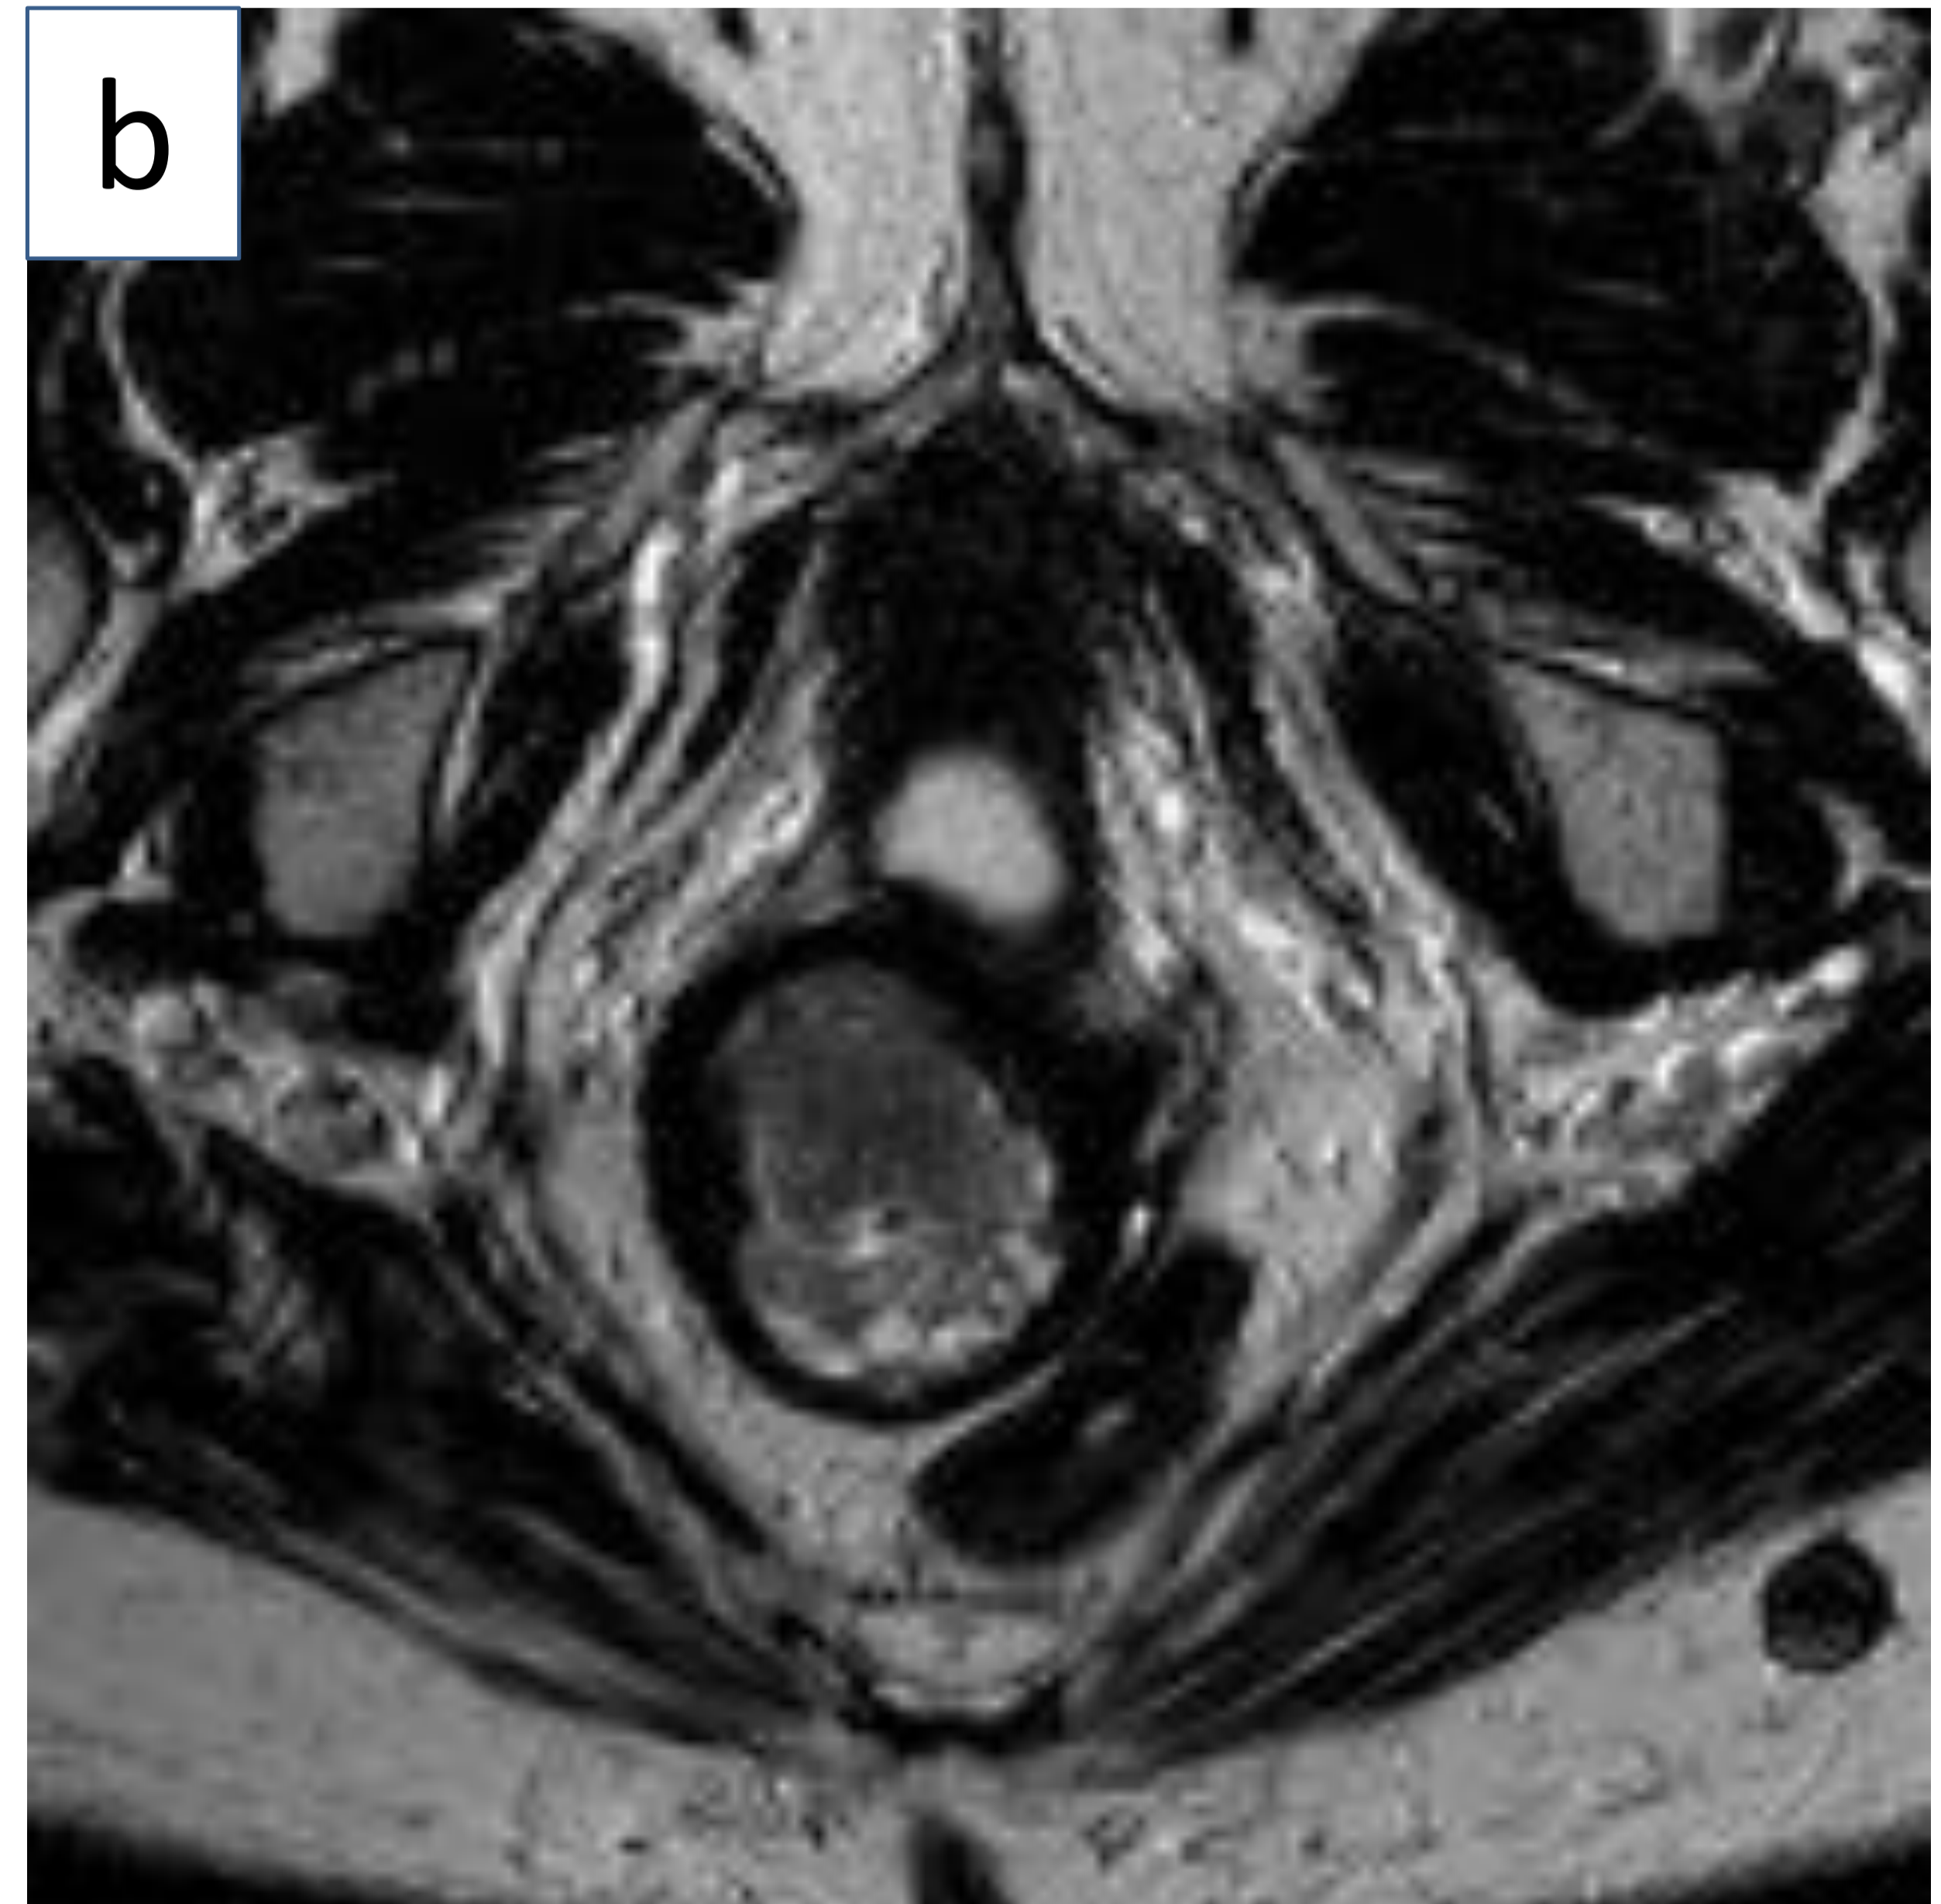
Imágenes de RM de paciente con cáncer de cérvix estadio IIA2. (a) Corte sagital en secuencia T2. Masa cervical que se extiende a parte superior de la vagina y presenta un diámetro máximo de 46mm. (b) Corte axial en secuencia T2 a nivel de la masa cervical. (c y d) secuencias potenciadas en difusión y mapa ADC donde se pone de manifiesto la restricción de la difusión de la masa cervical. (Servicio de Radiodiagnóstico del Hospital Universitario de Basurto)
